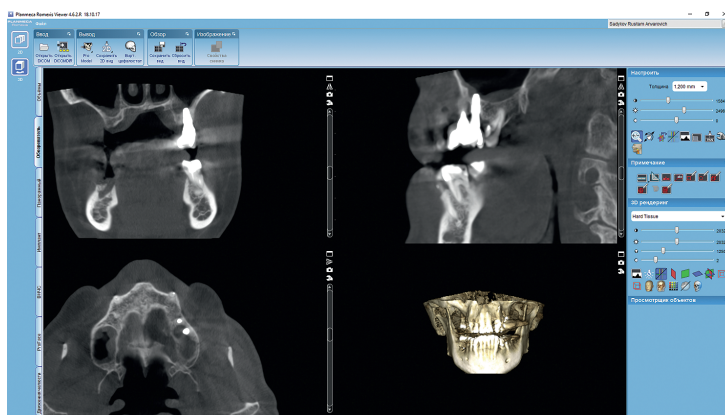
Компьютерная томограмма с построением трехмерных реконструкций
